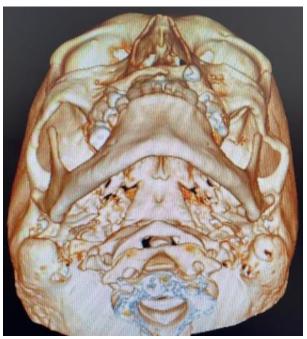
TC de face cervical evienciando fratura do arco zigomático esquerdo. Fonte: Os autores, 2024.
